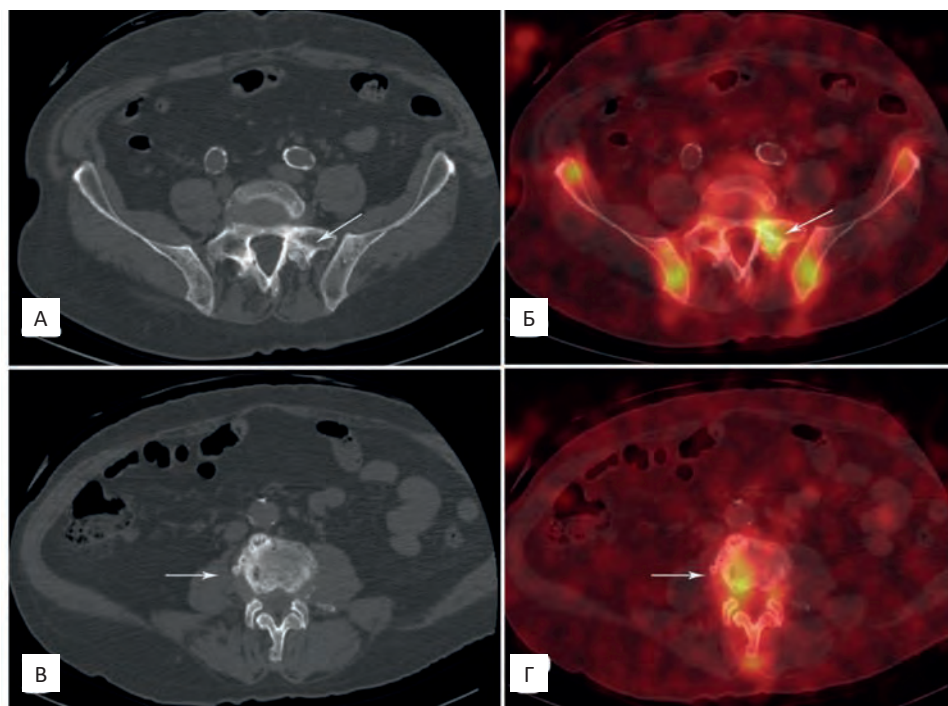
А, В — КТ-составляющие ОФЭКТ/КТ-исследования аксиальные проекции на уровне сочленений позвонков L₅-S₁ и L₄-L₅; Б, Г — совмещенные томосцинтиграммы ОФЭКТ/КТ на том же уровне. В проекции очагов повышенного накопления РФП выраженные дистрофические изменения. Метастатическое поражение костной ткани не подтвердилось
